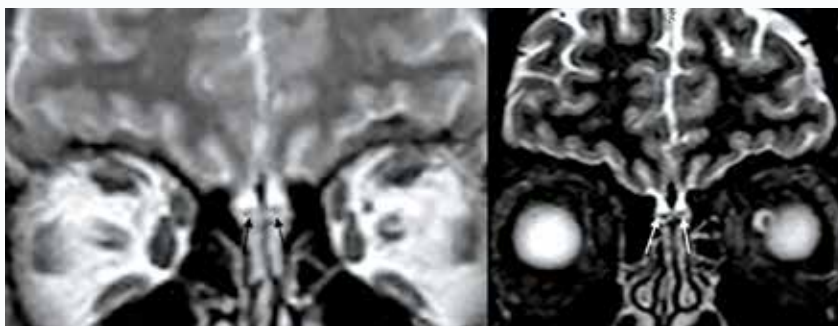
(A, B, C, D). Фотографии движения глаз и МРТ больного с двусторонним офтальмопарезом и «COVID-19». Цит. Dinkin et al., 2020. (Объяснение в тексте)
